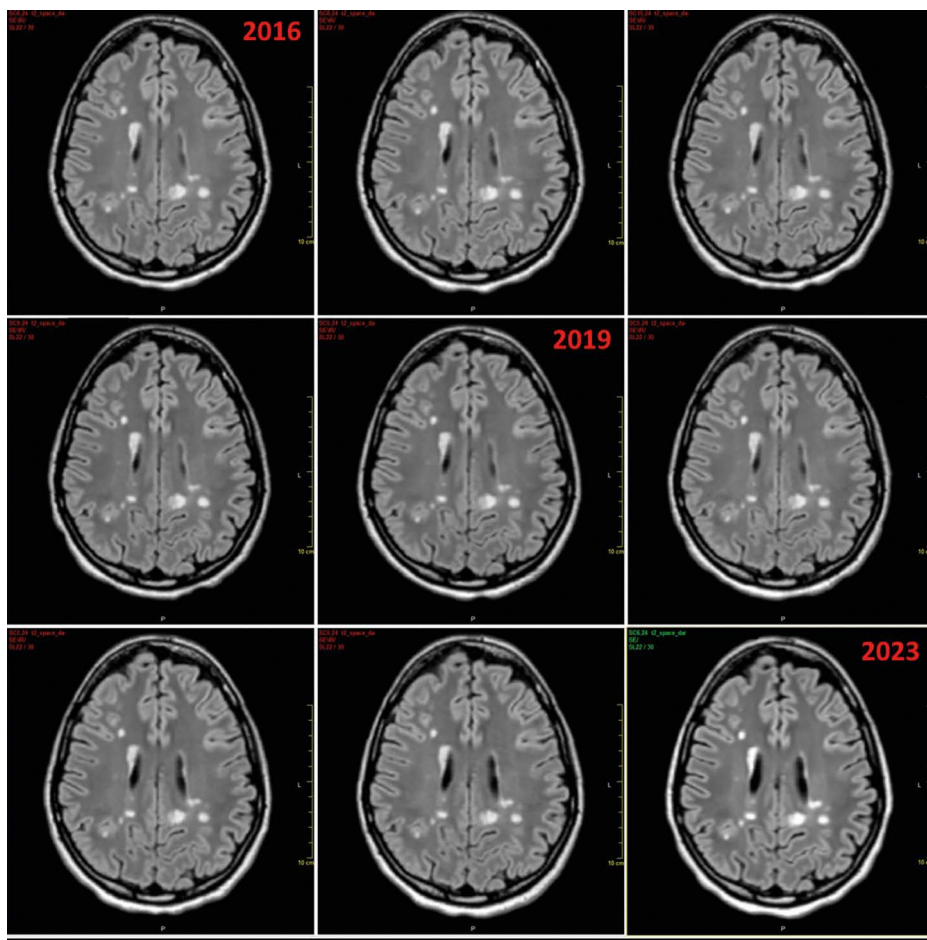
Stacionární ložiskový nález na magnetické rezonanci mozku, porovnání ročních kontrol od roku 2016, kdy byla změna přístroje, do roku 2023 (automatická koregistrace a subtrakce)
